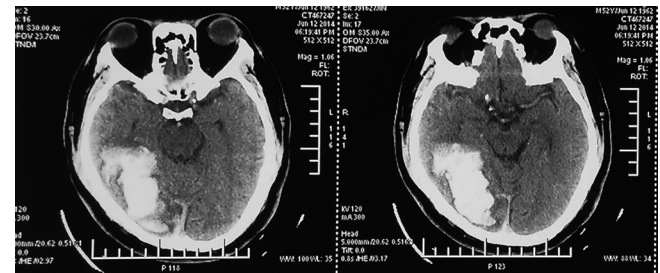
第 1 次脑出血后头颅 CT 影像学资料
